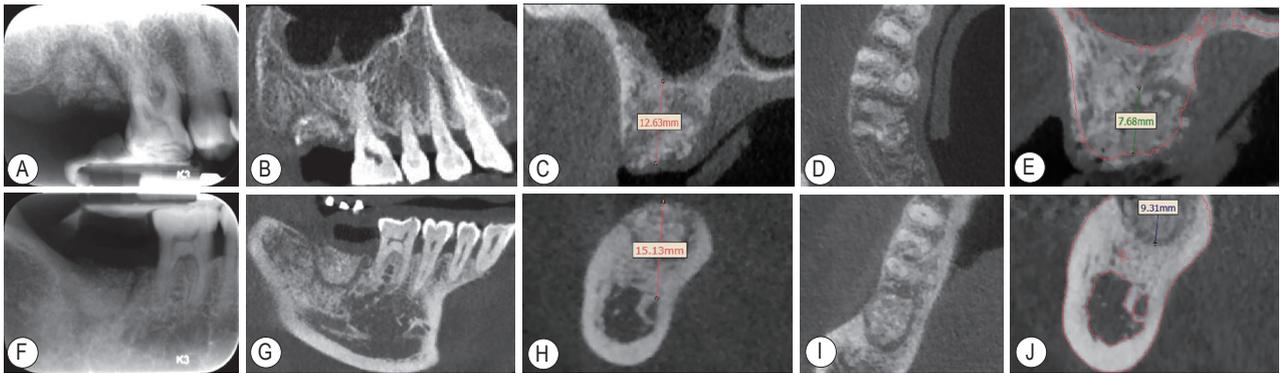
17、47拔牙位点保存术后半年放射线检查 A: 17根尖放射线片; B~D为17CBCT截图, B: 矢状面(17上颌窦底黏膜增厚改善); C: 冠状面; D: 横断面; F: 47根尖放射线片; G~I为47 CBCT截图, G: 矢状面; H: 冠状面(47牙槽嵴形态为宽平型); I: 横断面; E、J: 分别为17、47拔牙位点保存术后半年与术后即刻CBCT配准(红色线条代表术后6个月硬组织轮廓)
